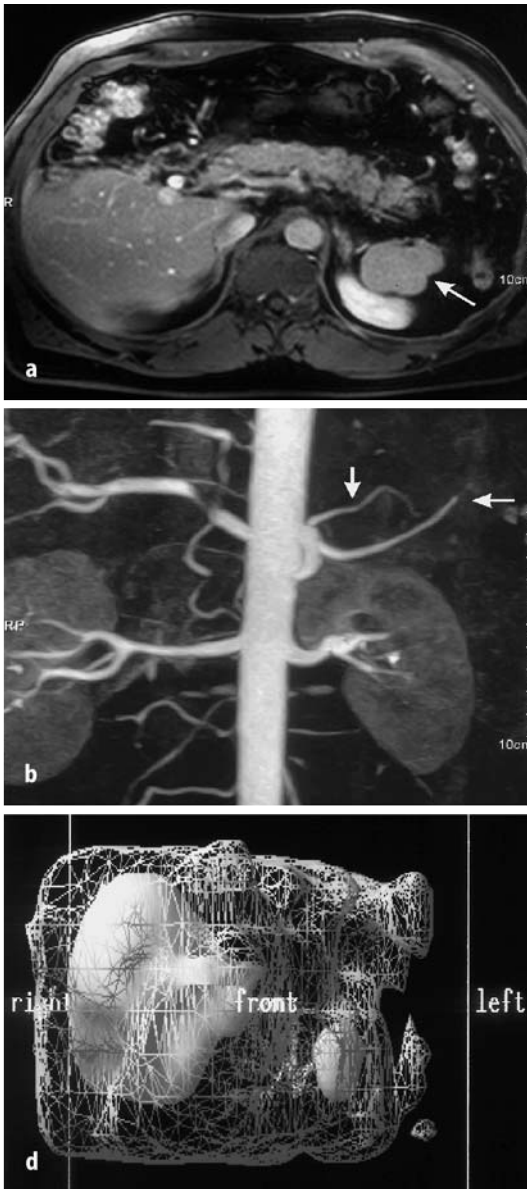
◀ a Kernspintomographie des Oberbauches mit retropankreaten, dem linken oberen Nierenpol aufsitzender, kontrastmittelverstärkter Nebenmilz (Pfeilmarkierung). b MR-Angiographie mit typischerweise separater Gefäßversorgung der Nebenmilz (vertikale Pfeilmarkierung) und im Rahmen der Splenektomie im Pankreaschwanzbereich abgesetzter Arteria lienalis (horizontale Pfeilmarkierung). c Spezifischer szintigraphischer Nachweis des ektopen Milzgewebes mit Technetium-99-markierten, hitzedenaturierten autologen Erythrozyten (Insert: Darstellung in SPECT-Technik). d 3-D-Rekonstruktion des Technetium-Scans mit Darstellung von Leber und Nebenmilz
